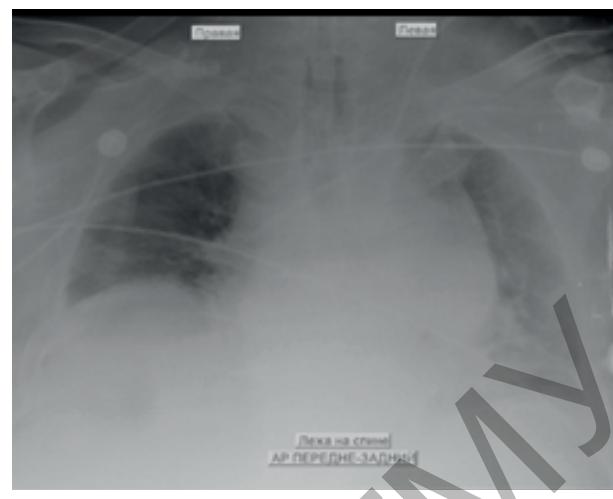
Рентген-признаки двустороннего малого гидроторакса
